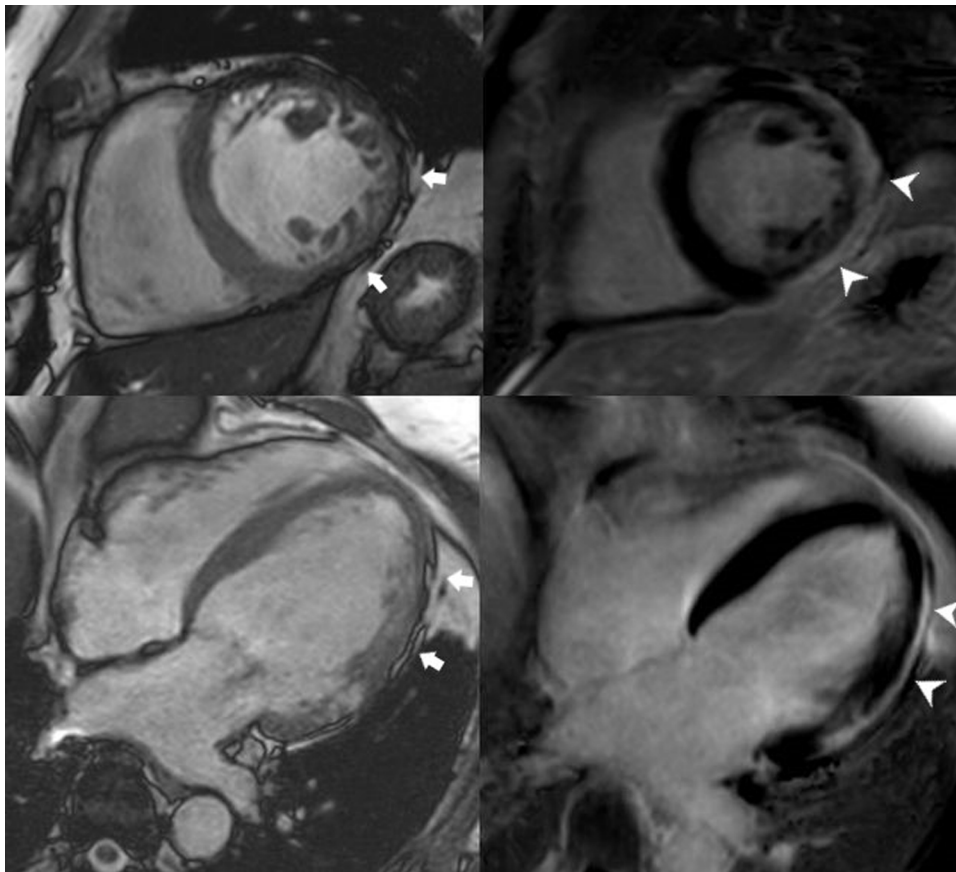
Imagen de cine en eje corto (cuadrante superior izquierdo) que muestra adelgazamiento miocárdico en las paredes inferior y lateral (flechas) e imagen correspondiente del RTG (cuadrante superior derecho) en la que puede demostrarse la presencia de fibrosis subepicárdica (puntas de flecha) en la misma localización. Asimismo, en las imágenes inferiores se evidencian en la imagen de cine en plano de 4 cámaras (cuadrante inferior izquierdo) irregularidades en el contorno epicárdico en la pared lateral (flechas) y fibrosis en la misma localización (puntas de flecha) en la imagen correspondiente del RTG (cuadrante inferior derecho). RTG: realce tardío de gadolinio.
